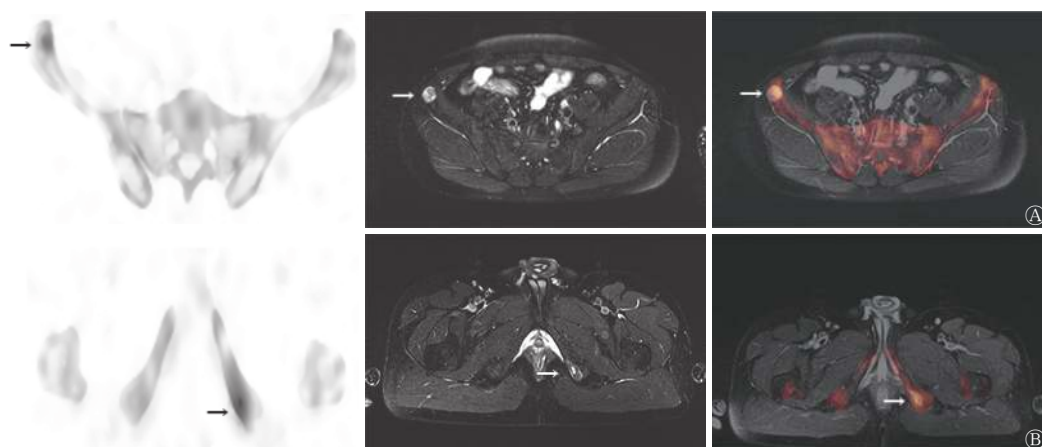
前列腺癌患者(男性, 47岁)的SPECT、MRI和SPECT/MRI融合显像图。A、B图中由左至右依次为SPECT、MRI、SPECT/MRI融合显像图。A为右侧髂骨翼, 示代谢增高病灶伴有MRI强化信号(箭头所示), 提示为骨转移瘤; B为左侧坐骨, 示代谢增高病灶伴有MRI强化信号(箭头所示), 提示为骨转移瘤。SPECT为单光子发射计算机体层摄影术; MRI为磁共振成像
